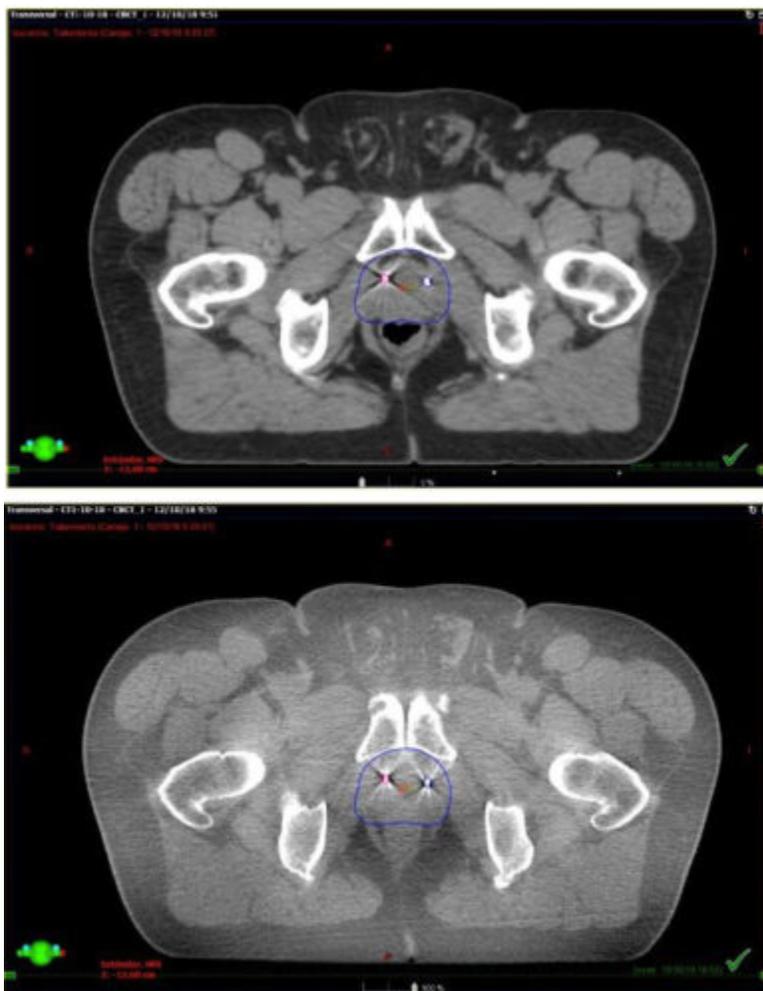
Paciente en tratamiento. Esta imagen corresponde el conbeam que se realiza en cada sesión de tratamiento y se superpone con el TAC previo de simulación que tiene los contornos. El contorno azul fue realizado previamente en el TAC de simulación. Así sabemos que la dosis llegará
